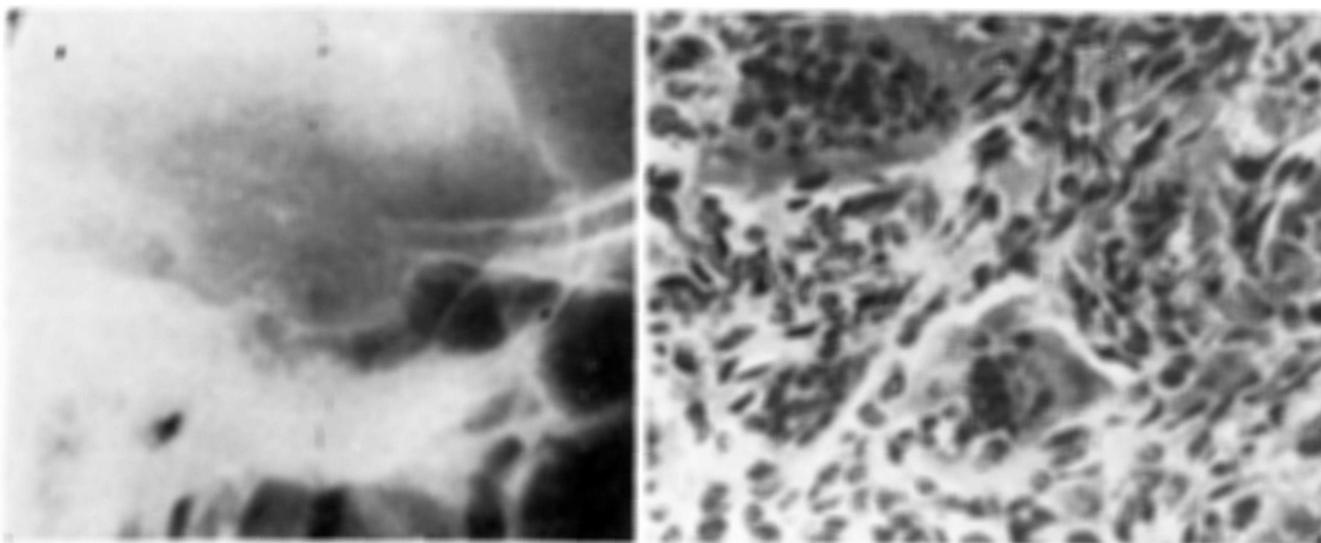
Caso 3. Radiografia simples mostrando destruição das porções posteriores da sela e do clivus, com opacificação parcial do seio esfenoidal; aspecto microscópico do tumor (HE — 175 x).
